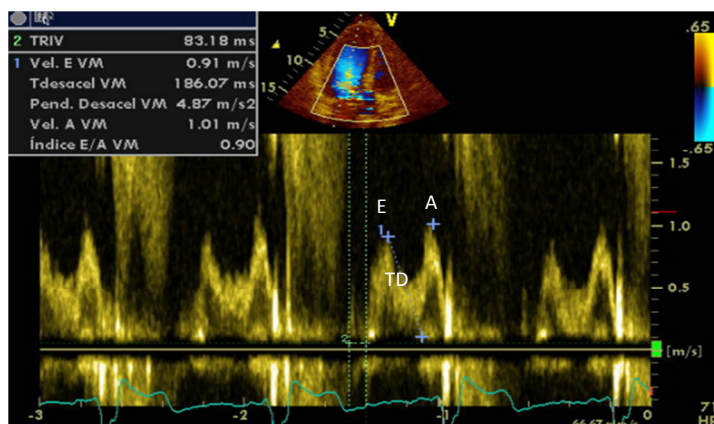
Medição das velocidades E, A e TD através da curva obtida ao nível da ponta dos folhetos da VM, com Doppler PW e cor. A inversão da relação E/A evidencia disfunção diastólica com alteração do relaxamento ventricular. E- pico de enchimento protodiastólico do VE; A- pico de enchimento telediastólico; TD- tempo de desaceleração. Adaptado de Aramburú I et al⁵⁰
